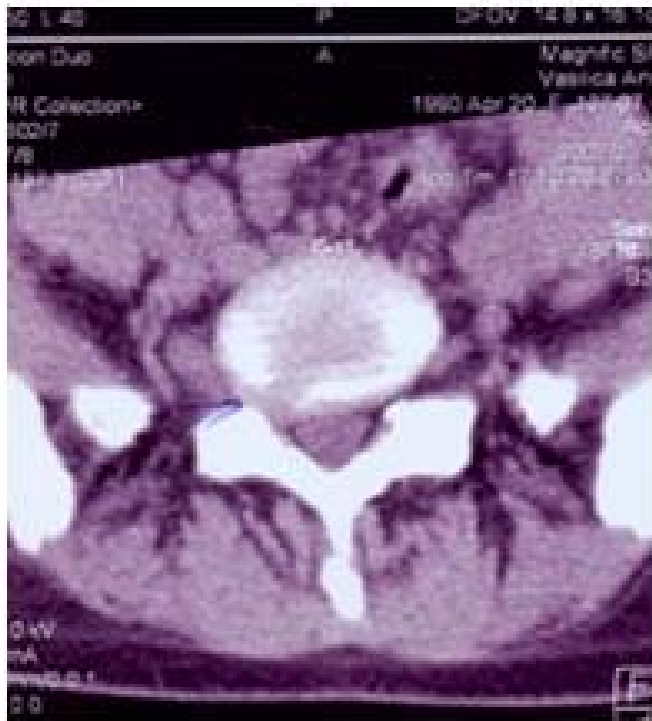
Правосторонняя фораминальная грыжа развившаяся на фоне циркулярной протрузии межпозвонкового диска L_v- S1. Величина грыжи превышает размеры межпозвонкового отверстия.
